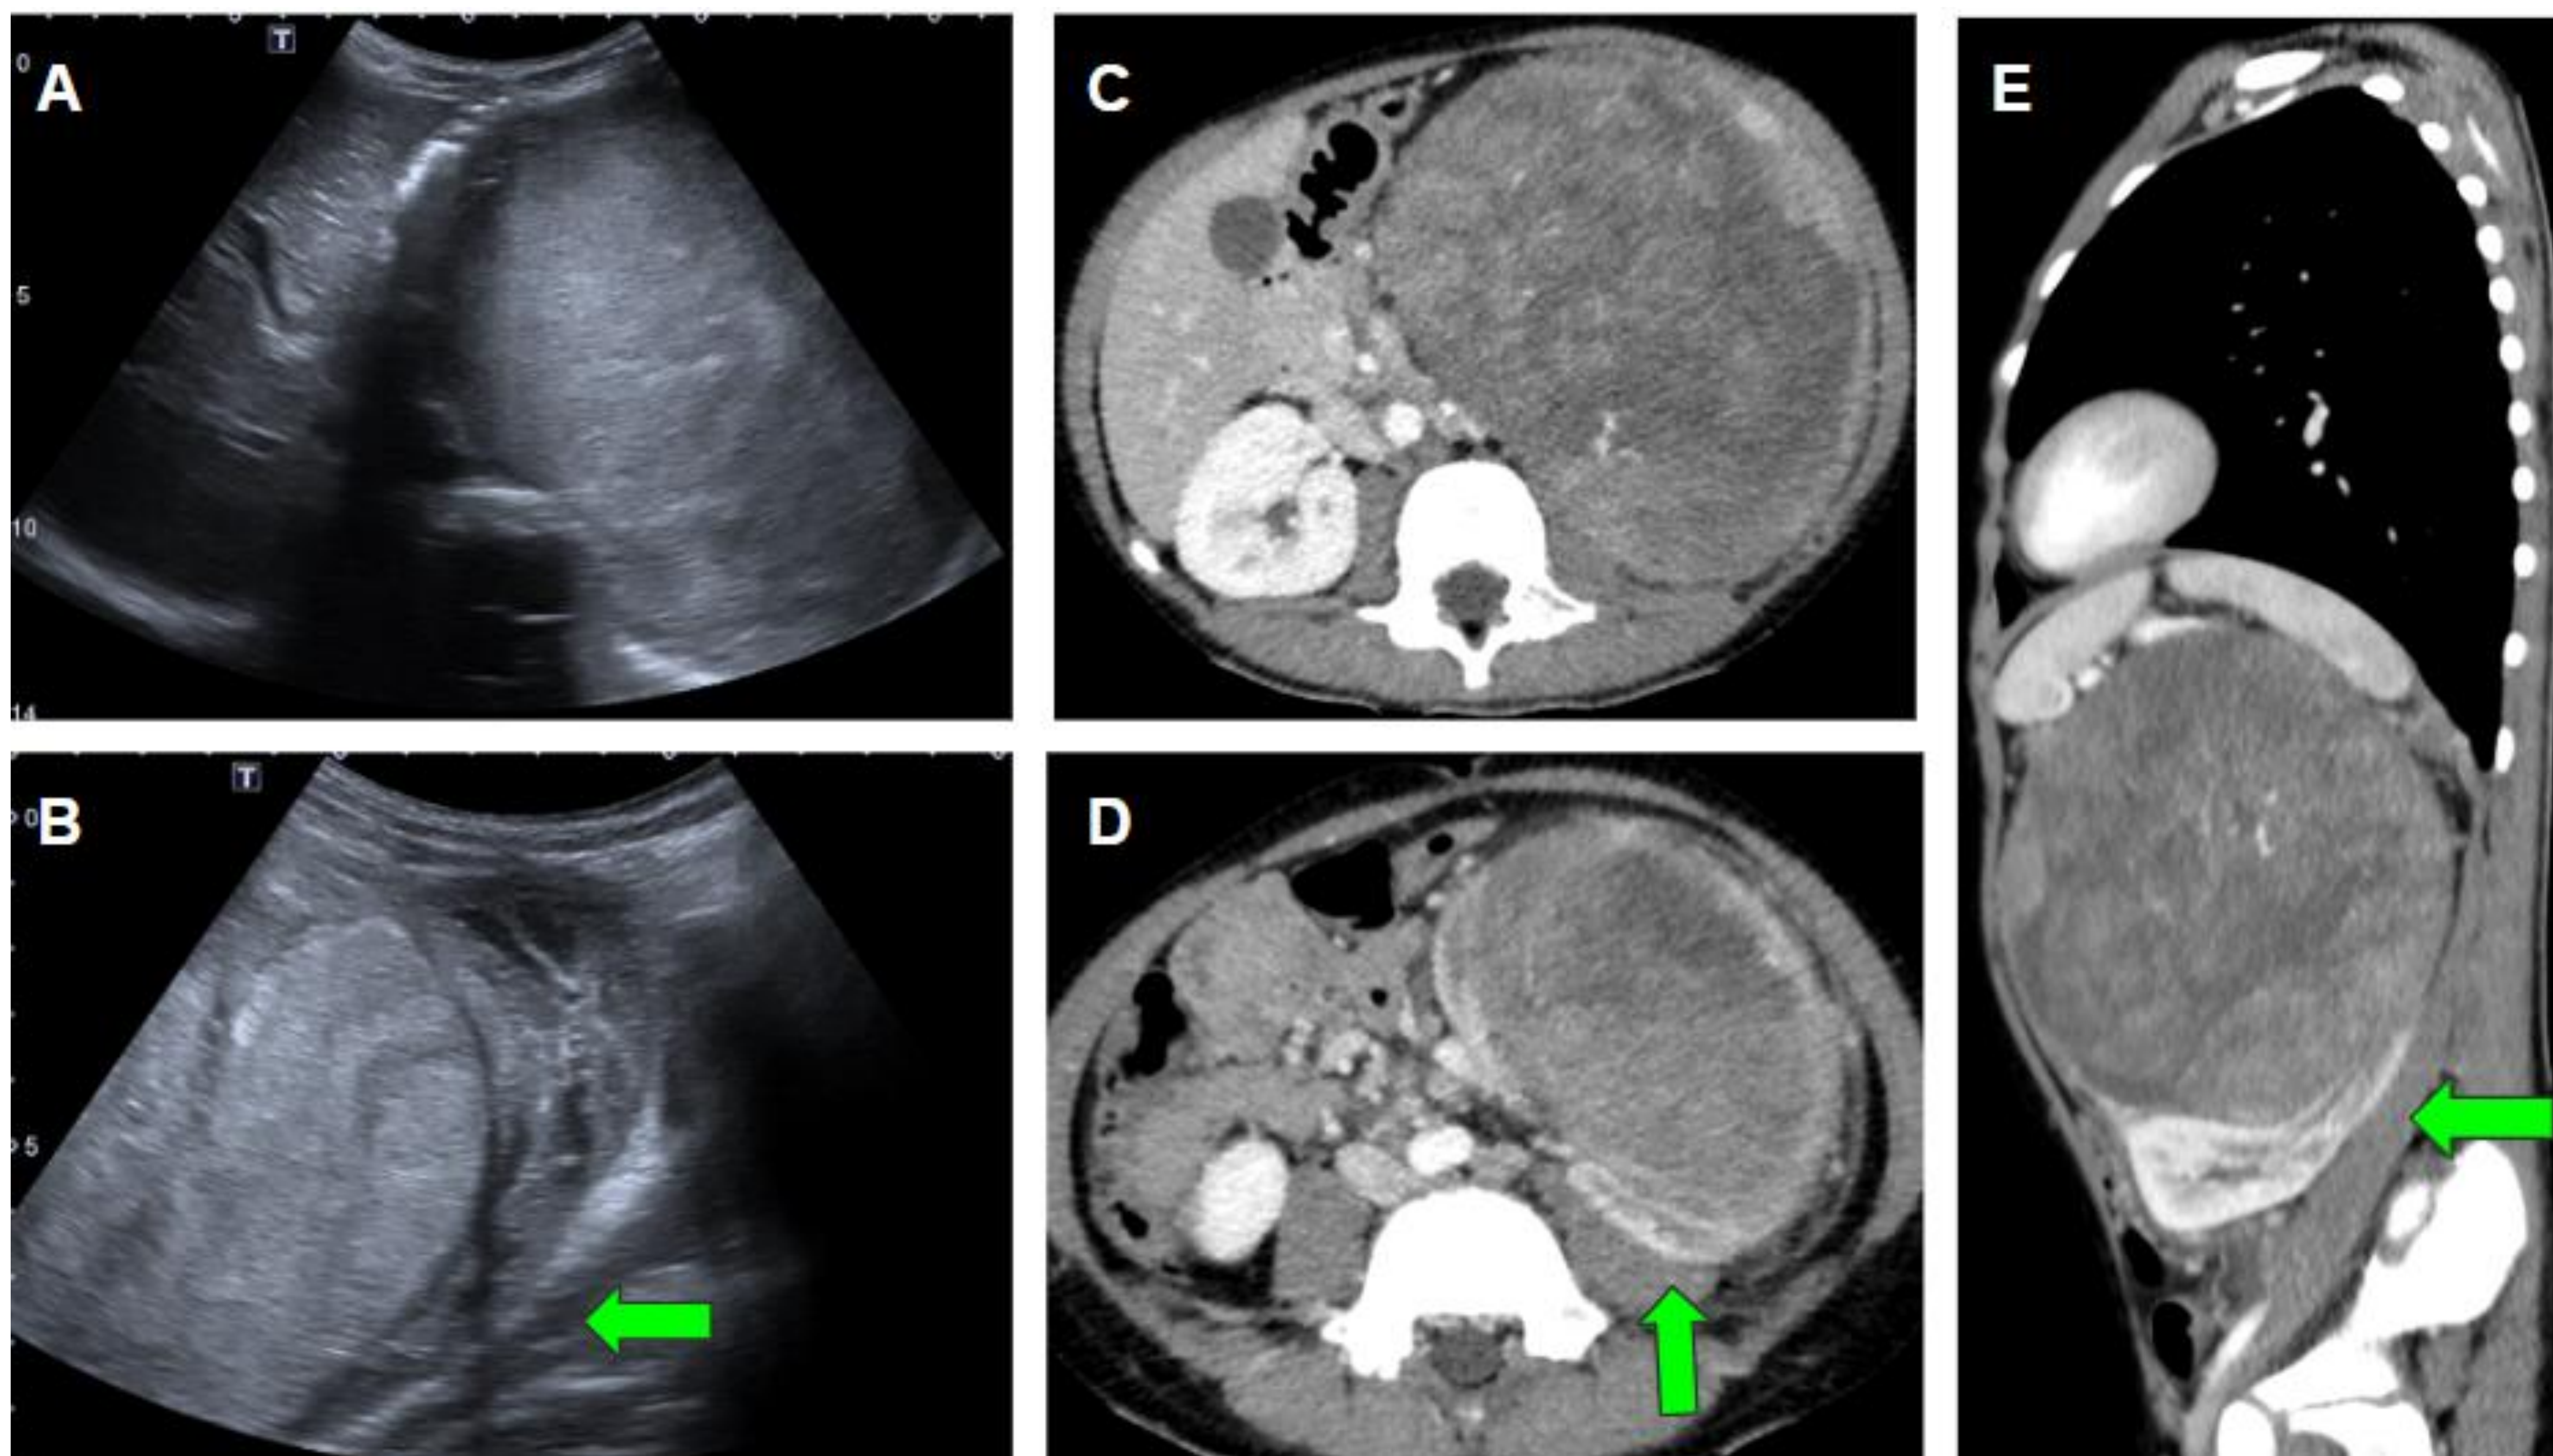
A y B. Ecografía abdominal en la que se observa gran masa sólida en flanco izquierdo de bordes bien delimitados con vascularización en su interior. La lesión parece depender del riñón izquierdo, dado que el parénquima renal sano abraza la tumoración, conocido como signo de la garra (flecha verde). C, D y E. En la TC abdominal con contraste endovenoso se observa una masa renal izquierda heterogénea vascularizada que desplaza los vasos retroperitoneales hacia el lado contralateral. El signo de la garra es útil para identificar el origen renal de la lesión.
